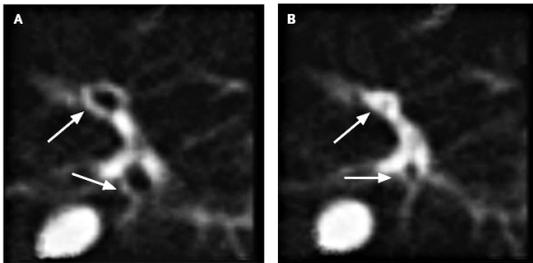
電子ビームCTによる吸息中(左)と呼息中(右)の右上葉の画像(文献8より転載)
